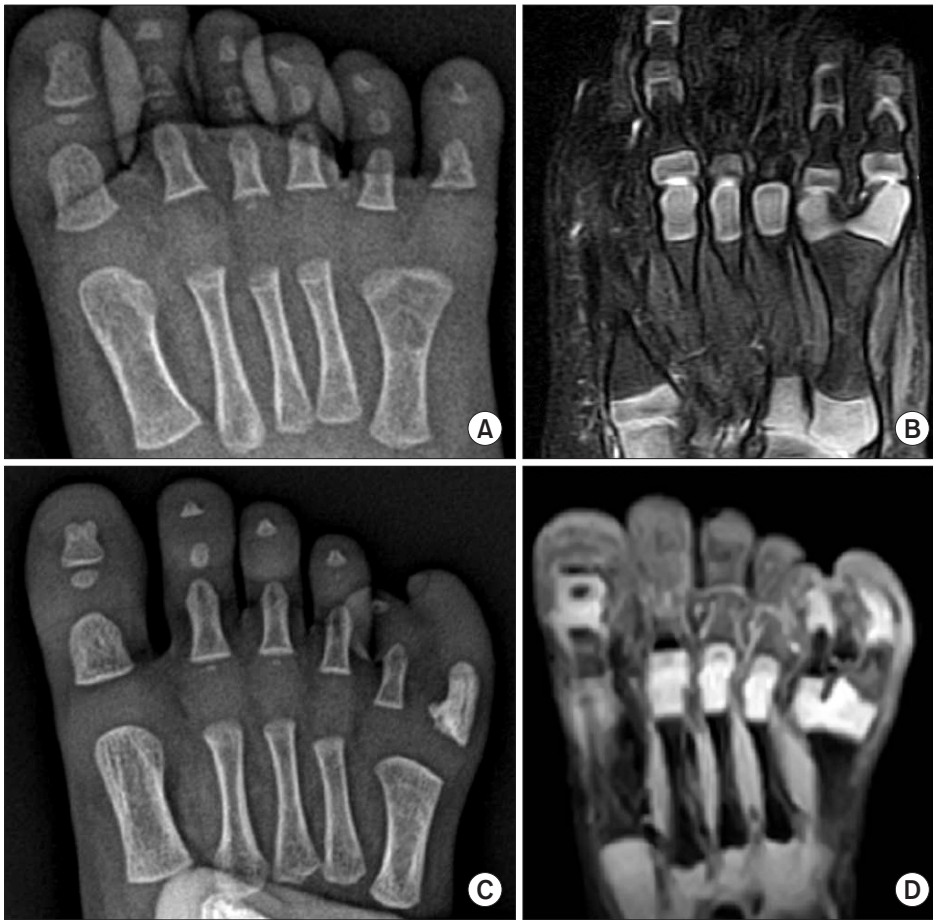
Two different patients showed similar radiographic findings of widened metatarsal head type polydactyly (A, C). However, magnetic resonance imaging revealed separation of the metatarsal head in one (B) and fusion in the other (D).
